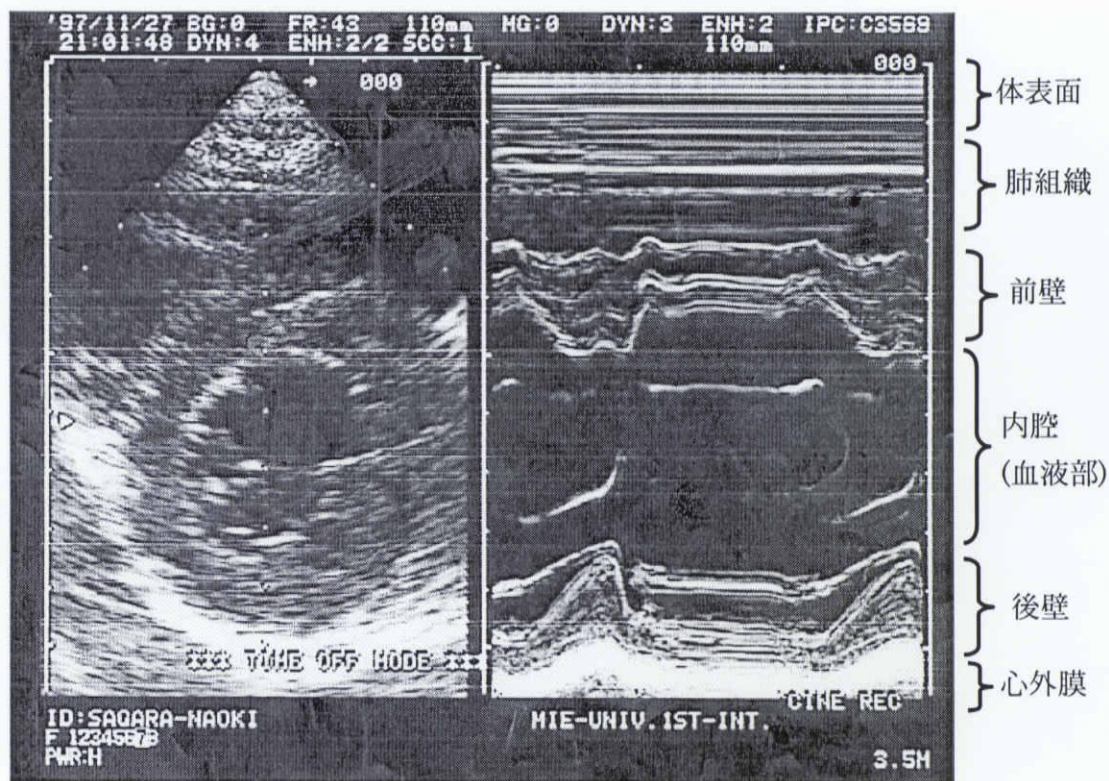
左心室短軸画像の超音波 B モード画像(左)と M モード画像(右)
